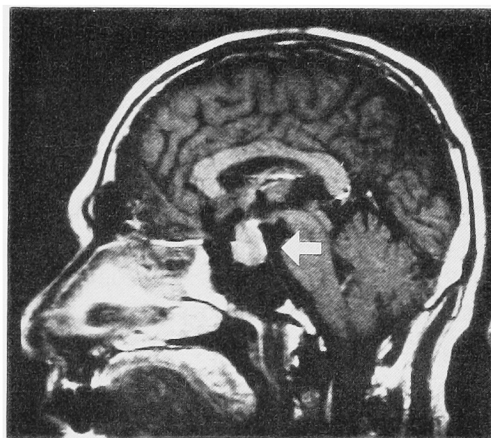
MRI (T1-weighted image) of brain demonstrated pituitary tumor (shown by arrow).
